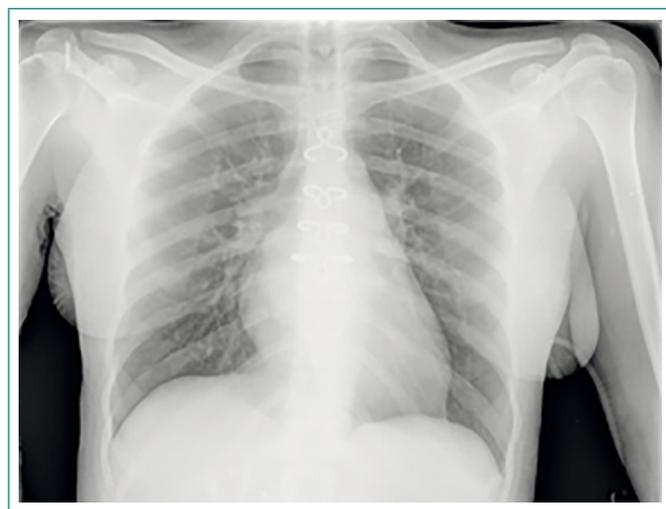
Radiografía de tórax: cardiomegalia a expensas de cavidades izquierdas con signos de crecimiento de aurícula izquierda e hipertensión pulmonar poscapilar
